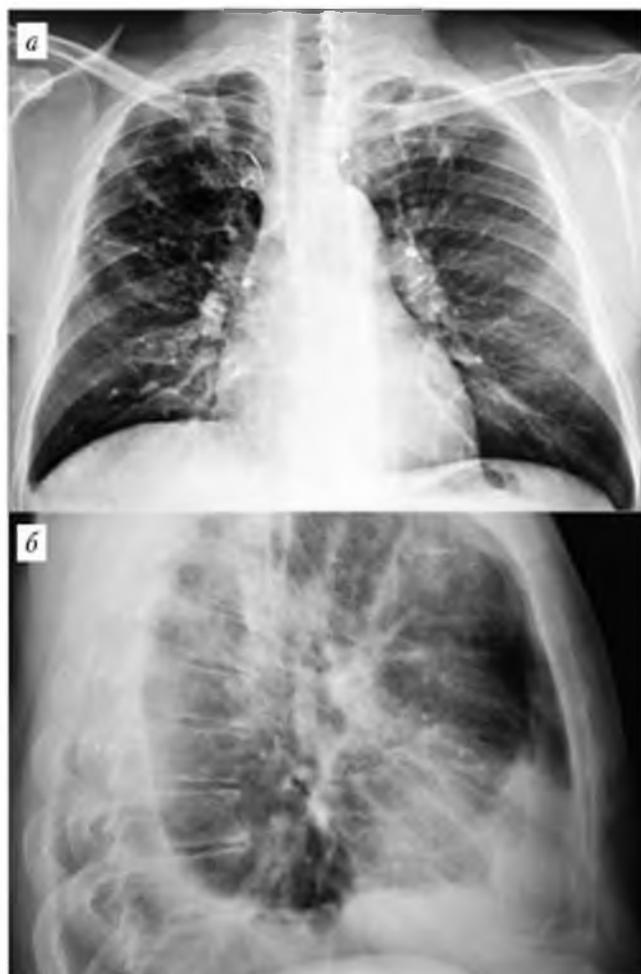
Обзорная рентгенограмма грудной клетки (2014 г.) в прямой (а) и в боковой (б) проекциях
